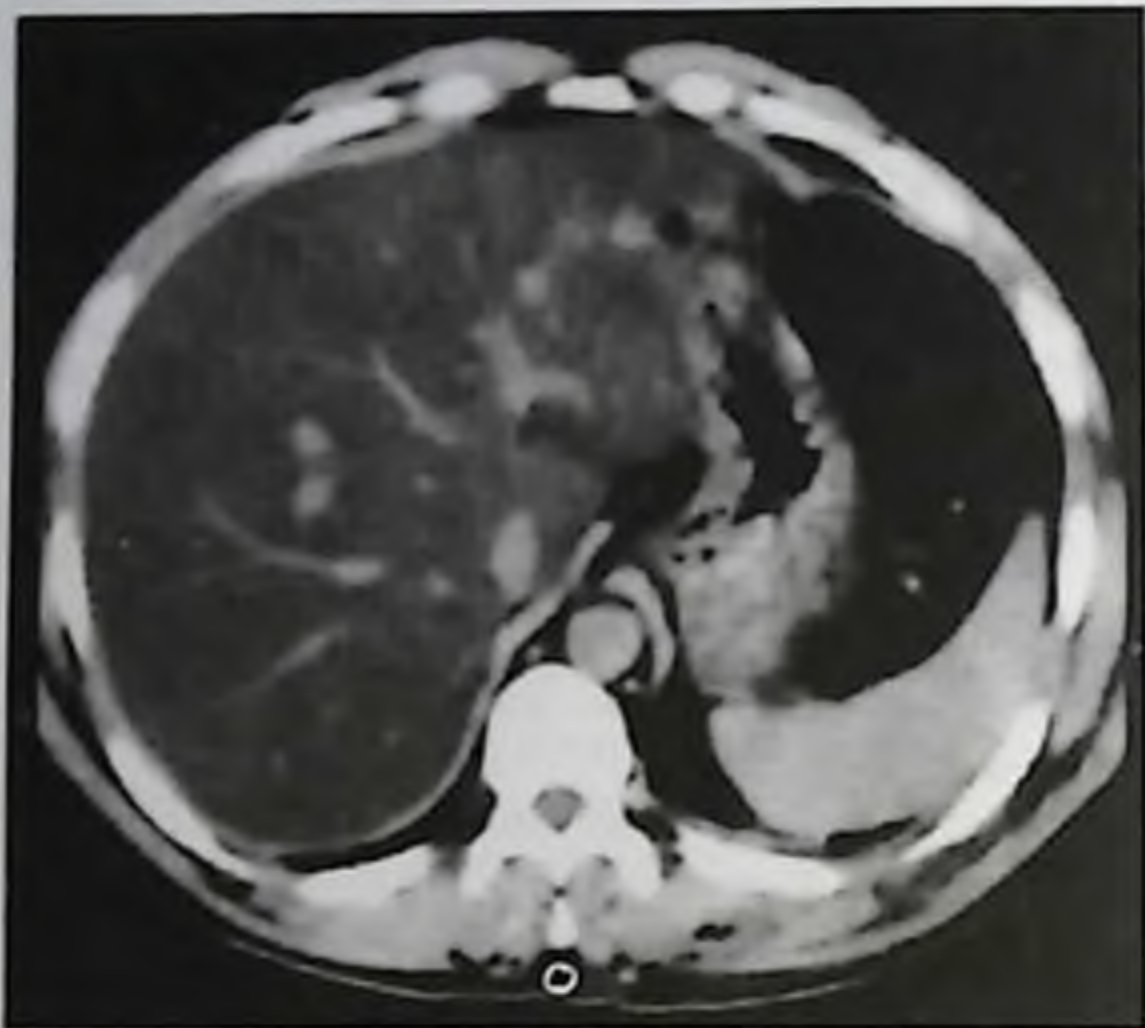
Компьютерная томограмма при жировом гепатозе. Печень увеличена, контуры ровные, плотность паренхимы диффузно снижена — 1–12 ед. Н (норма — 50–70 ед. Н). Внутрипеченочные сосуды дифференцируются как более плотные структуры.
